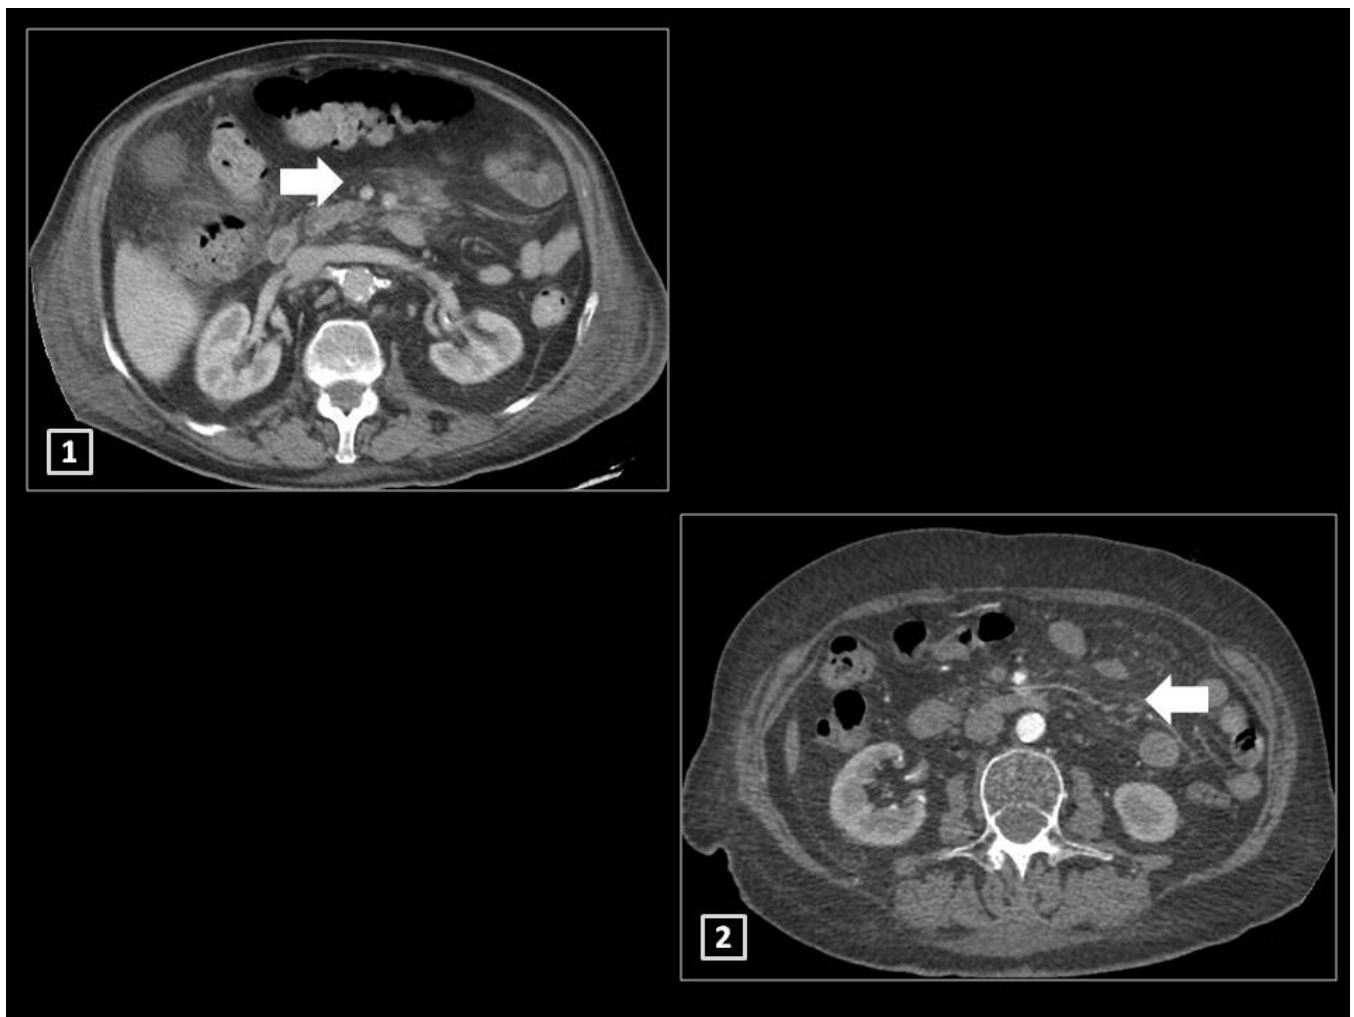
PANICULITIS MESENERICA. TC con contraste intravenoso en plano axial que muestra imágenes con alteración de la atenuación de la grasa mesentérica y ganglios de aspecto reactivo asociados compatibles
